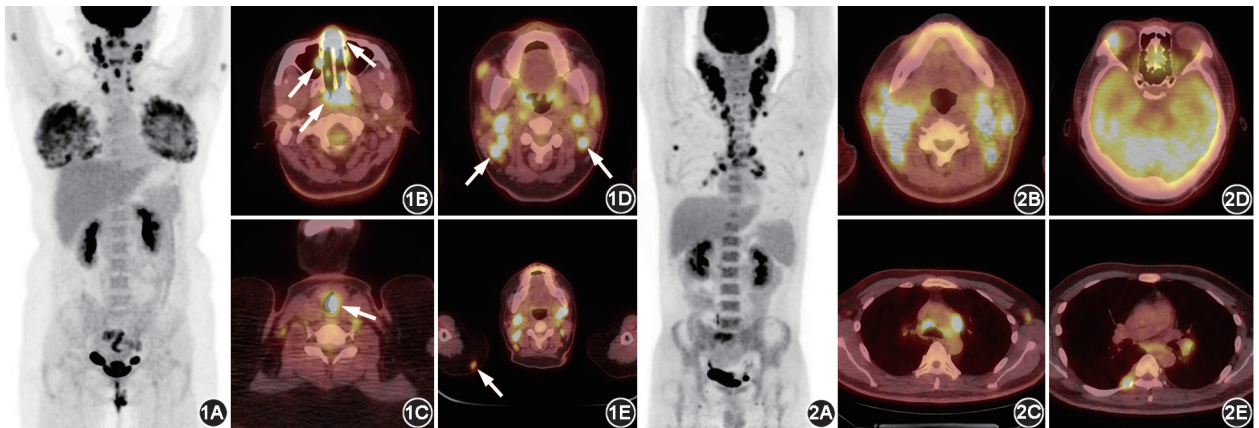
窦组织细胞增生伴巨大淋巴结病(RDD)患者(女,26岁)¹⁸F-FDG PET/CT 显像图 1A. PET 最大密度投影(MIP)图见颈部、上肢多发代谢增高灶,双侧乳腺代谢对称性增高;1B. PET/CT 融合横断层见右侧上颌窦、双侧鼻腔前部、鼻咽后壁多发代谢增高软组织影(箭头示),SUV_{max} 11.2;1C.左侧声门下可见代谢增高软组织肿物(箭头示),SUV_{max} 10.2;1D.双侧颈部见多发代谢增高的肿大淋巴结(箭头示),SUV_{max} 13.7;1E.颌面部、右上肢、背部皮下多发代谢增高结节(箭头示),SUV_{max} 4.7 图 2 RDD 患者(男,42岁)¹⁸F-FDG PET/CT 显像图 2A. PET MIP 图见颈胸部多发代谢增高灶;2B~2C. PET/CT 融合横断层见颈部、纵隔、腋窝多发代谢增高淋巴结,最大者短径 2.9 cm, SUV_{max} 14.7;2D.右侧泪腺肿胀、代谢异常增高,SUV_{max} 14.4;2E.右侧胸膜代谢增高结节
